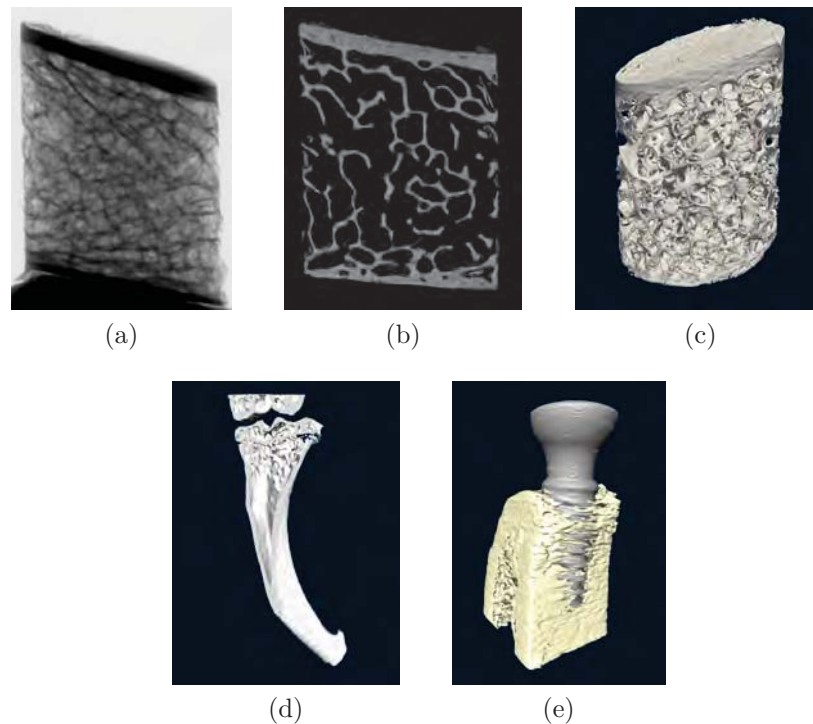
Exemples d'images obtenues par microtomographie – différentes étapes lors de l'acquisition de l'architecture d'une biopsie de crête iliaque : (a) atténuation par les rayons X ; (b) reconstruction d'une section sagittale ; (c) création d'un volume en 3D ; (d) reconstruction en coupe d'un fémur de souris ; (e) reconstruction 3D d'un implant dentaire pour évaluer son ostéo-intégration.
